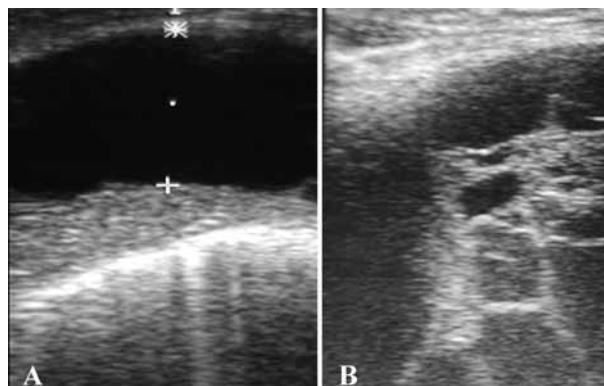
Ecografía torácica: A. Derrame anecoico. B. Derrame con tabiques.
